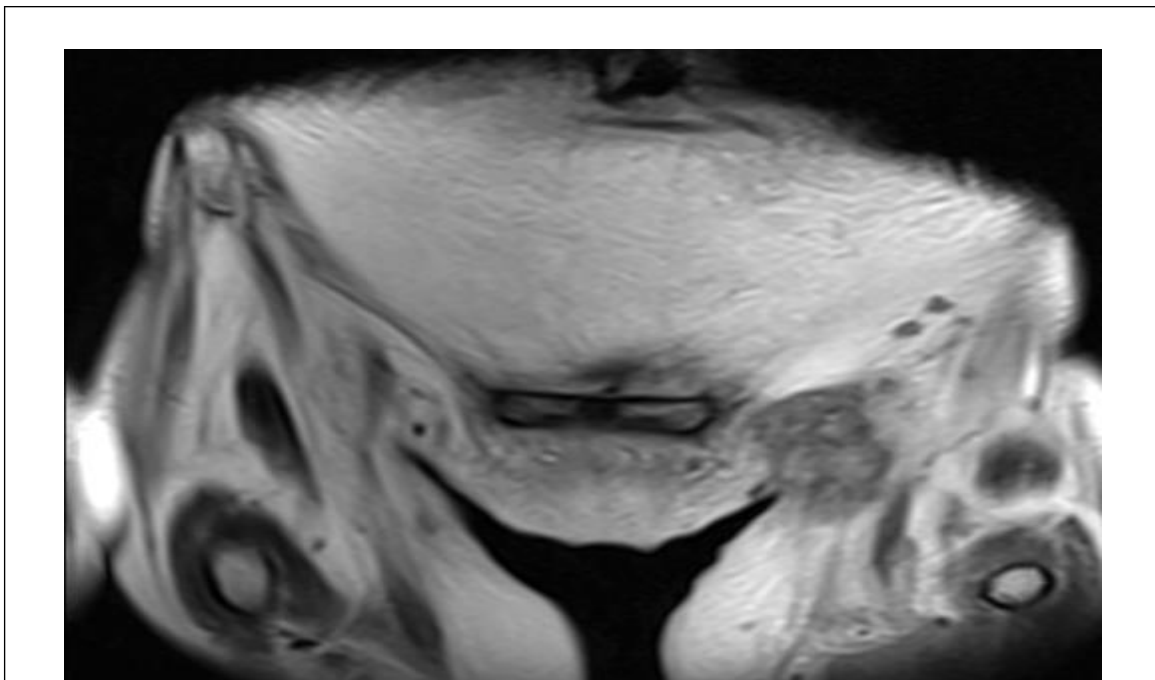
МР-картина выраженной левосторонней паховой лимфаденопатии (mts), (МРТ ОМТ от 15.03.2019г).
